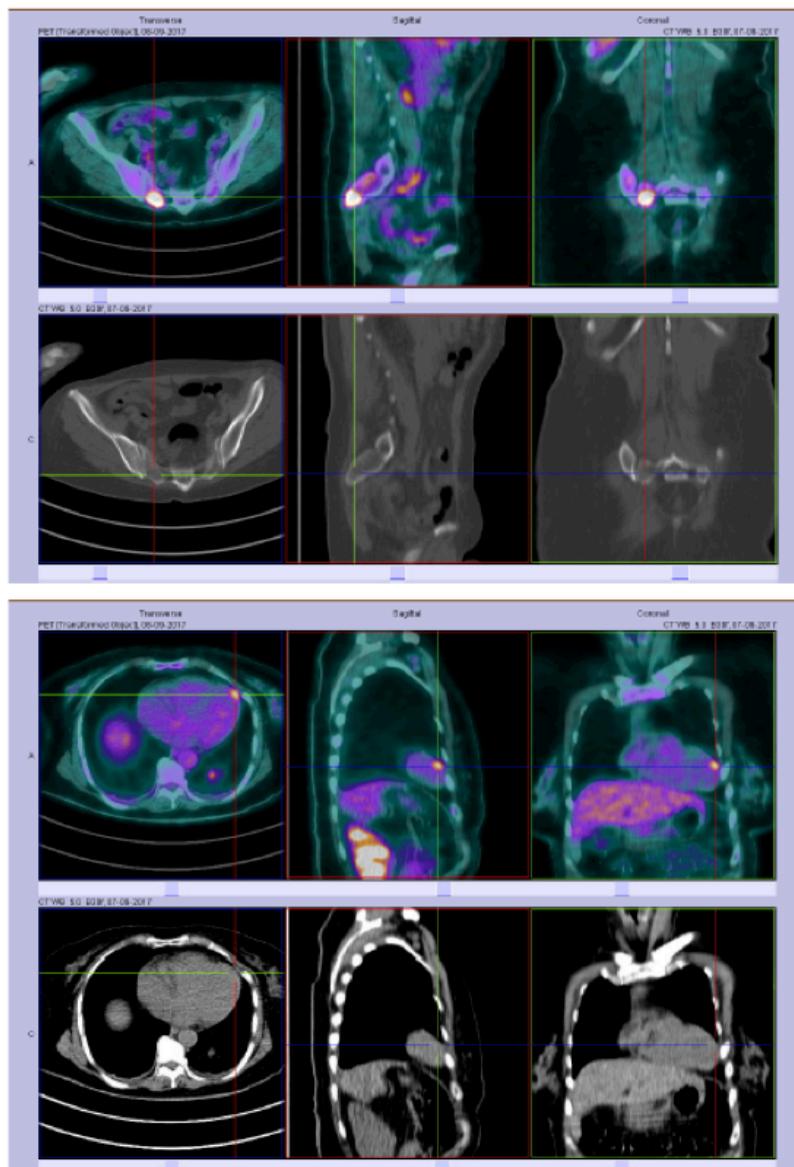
PET de Estadiamento: evidência de metastização pulmonar, cardíaca, óssea, e ganglionar - hiperfixação de 18F-FDG em lesão pulmonar de vertente posterior da base esquerda, em gânglio do hilo pulmonar esquerdo, ápex cardíaco, em lesões ósseas da asa direita do sacro e região supra-acetabular esquerda.
